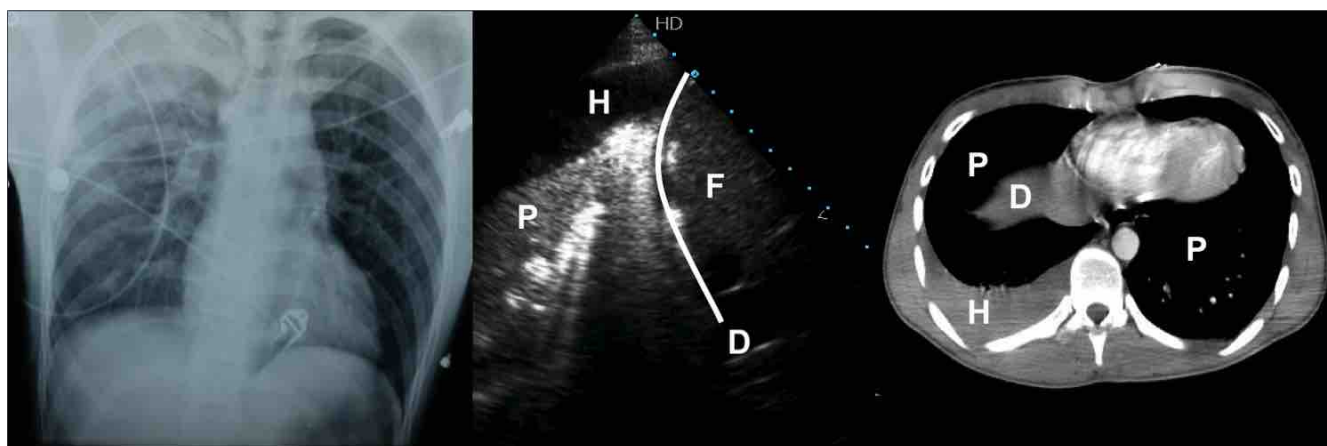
Aspect en radiographie conventionnelle (gauche), en échographie (milieu) et au scanner (droite) d'un hémothorax de moyenne abondance chez le même patient. La radiographie réalisée chez un patient couché ne montre pas de ligne bordante et laisse visible les culs de sac latéraux, rendant le diagnostic difficile. L'échographie et le scanner gardent la meilleure sensibilité. D : diaphragme – F : foie – H : hémothorax – P : parenchyme pulmonaire (image de condensation sur l'échographie)
